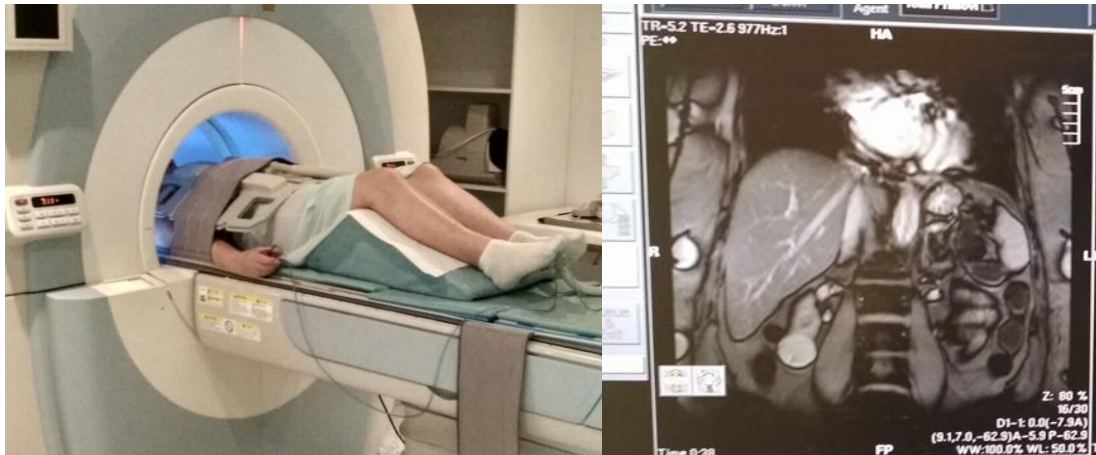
CT hrudníku a břicha²
